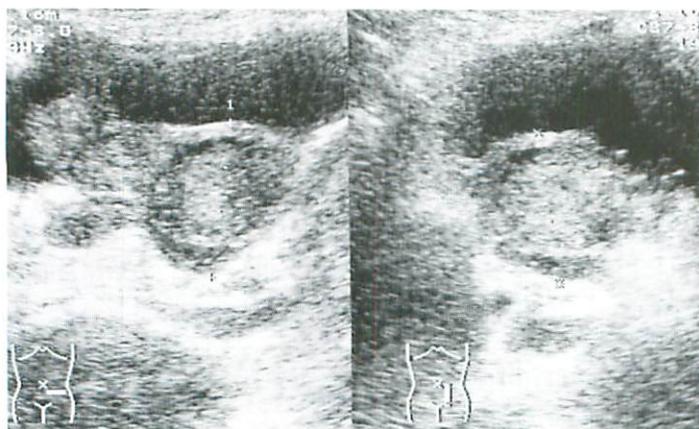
Transabdominal ultrasonography, coronal scan (left) and sagittal scan (right) : The examination shows three masses ranged like a rosary on the head side of her bladder. Hypoechoic area that was supposed to be abscess was detected around the masses, and she complained of severe tenderness at this point.
